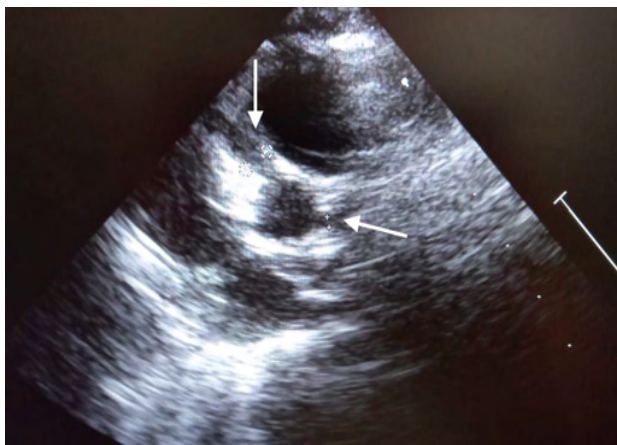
ecocardiograma evidenciando derrame pericárdio moderado e dilatação de coronárias de 3.8mm e 1.8mm
